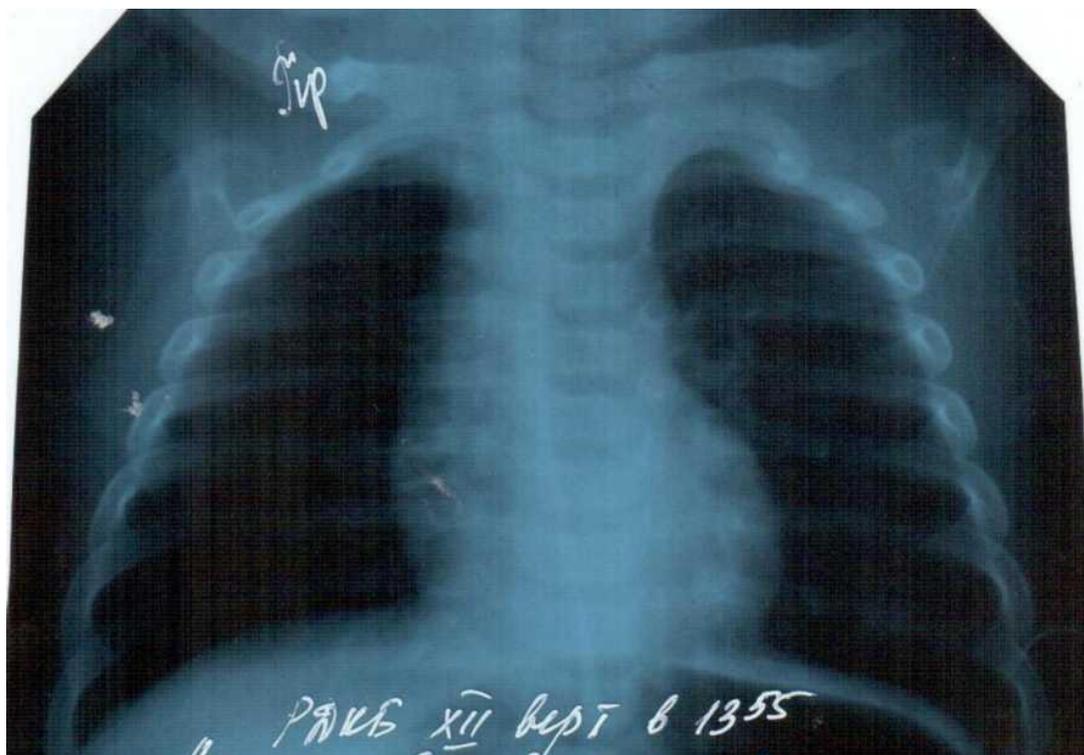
Рентгенограмма в прямой проекции больного с НИПЛТ., 55 лет.
